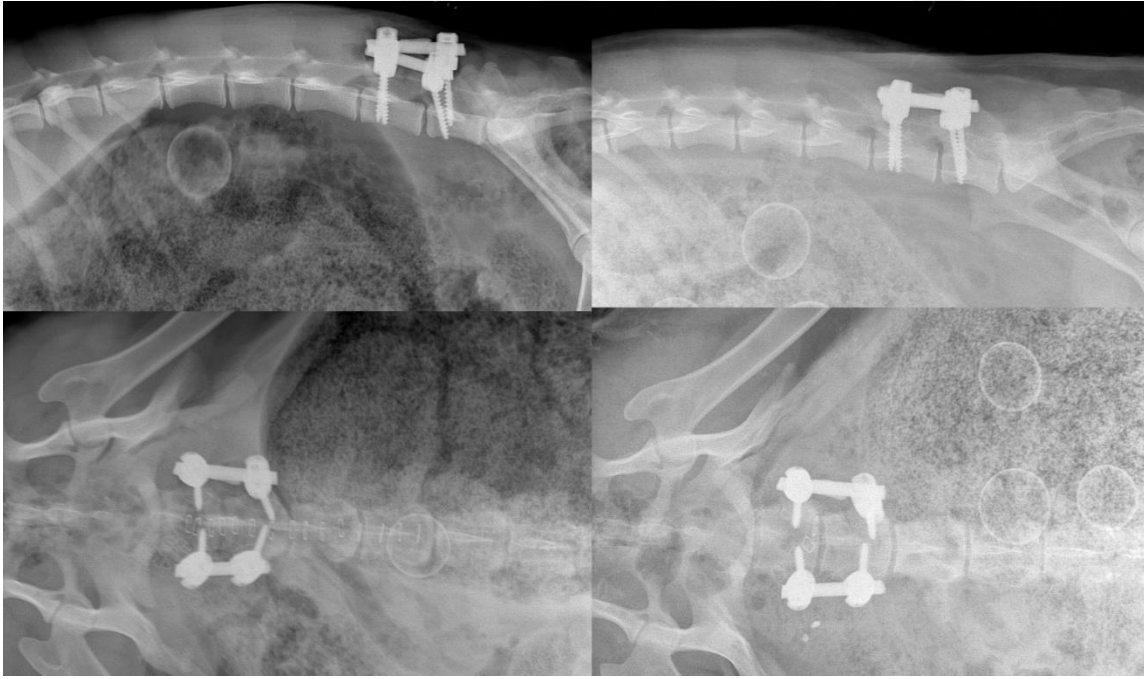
4. koyunun ameliyat sonrası ve 6 ay sonrasındaki röntgen sonuçları
